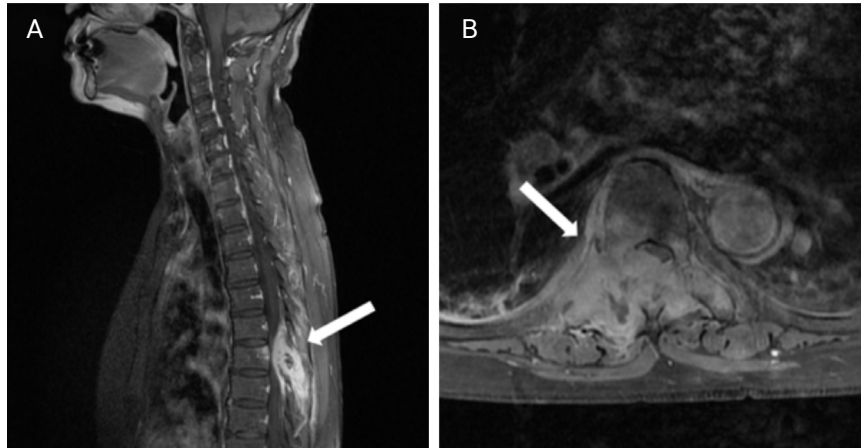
Initial thoracic spine T1-weighted gadolinium enhanced magnetic resonance imaging (MRI) scan. Sagittal (A) and axial image (B). MRI scan showed an osteolytic bone lesion and large paravertebral enhancing soft tissue mass with spinal cord compression at T7 vertebral level (arrow).
